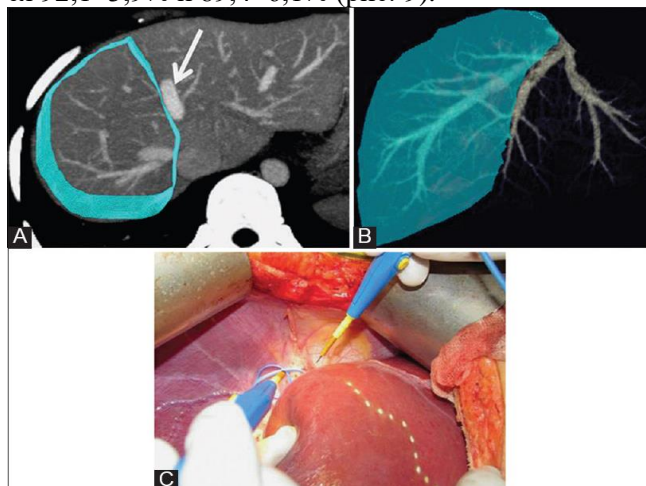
КТ-волюметрия. (А) аксиальные МIP; (В) изображение 3D VR, расчет правой доли без МНВ (стрелка); (С) Интраоперационная маркировка резекционной линии на поверхности печени.
